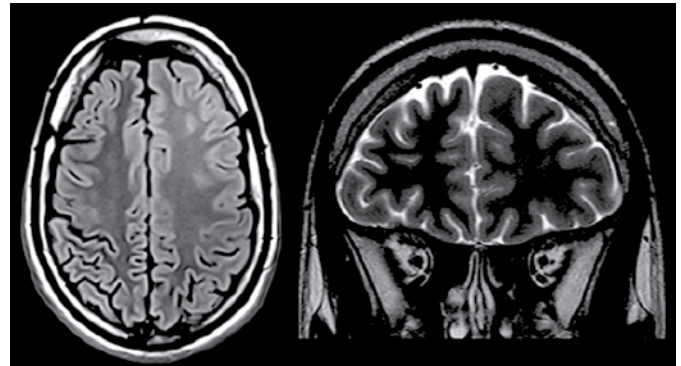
Pérdida de la diferenciación entre la sustancia gris y la sustancia blanca, evidenciada por una secuencia axial FLAIR (izquierda) y coronal T2 (derecha).
